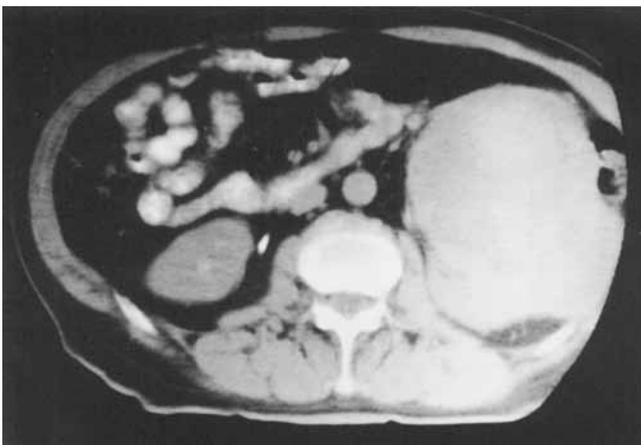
Tomografía axial computada. Masa tumoral a nivel del riñón izquierdo.
